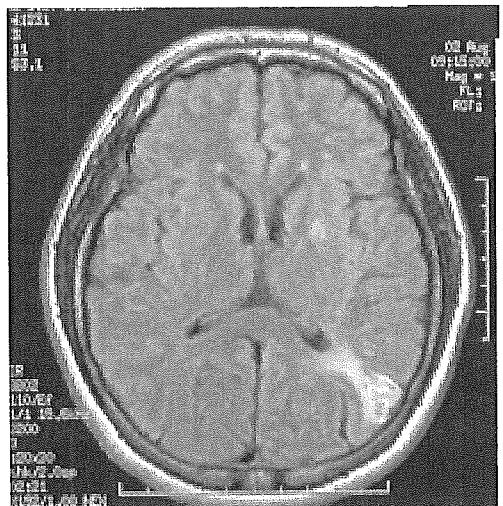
症例2の頭部MRI(FLAIR)とMRA。
